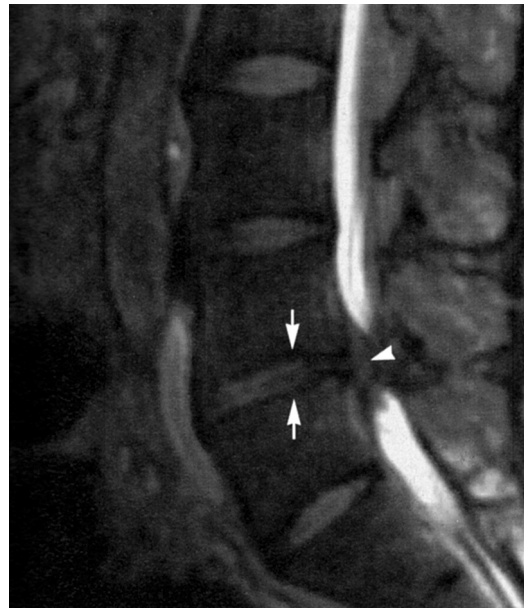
IRM : pincement discal L3-L4.
